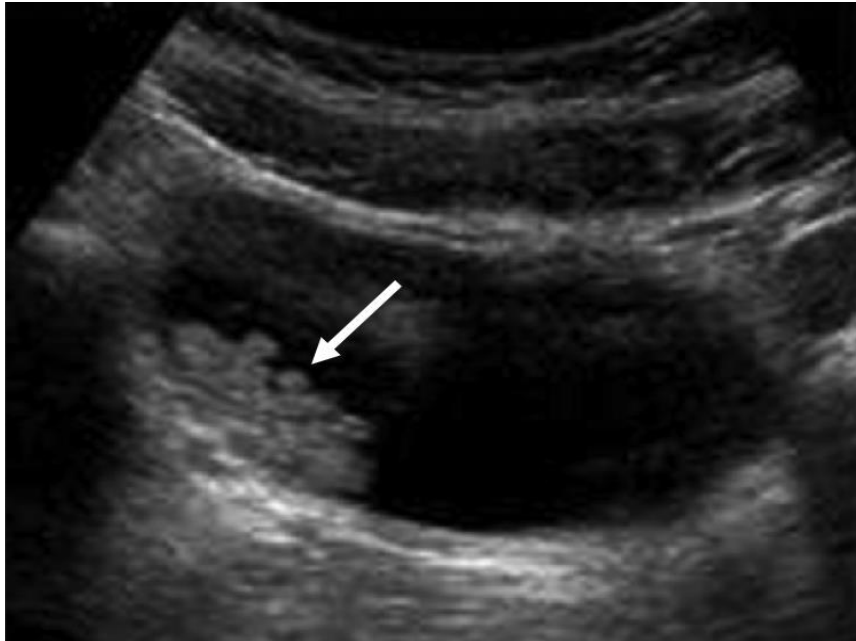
Image échographique montrant une tumeur vésicale unique (*Photo de notre étude*)
